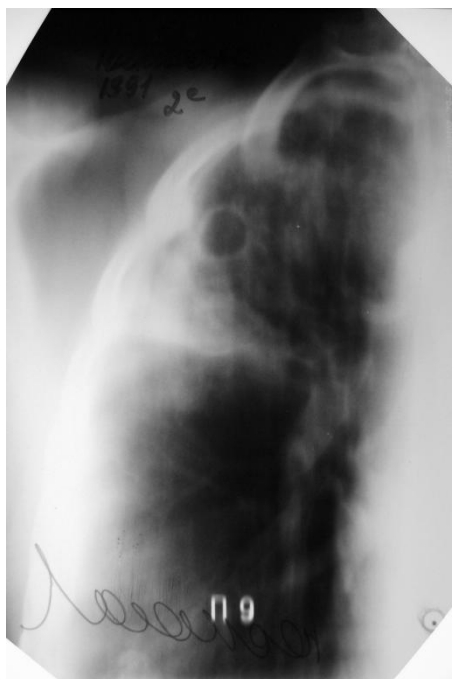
Линейная томограмма больного Ю. при поступлении. Полость распада в S2 правого легкого до 2.0 см в диаметре, массивный инфильтрат в S1S2 справа.
